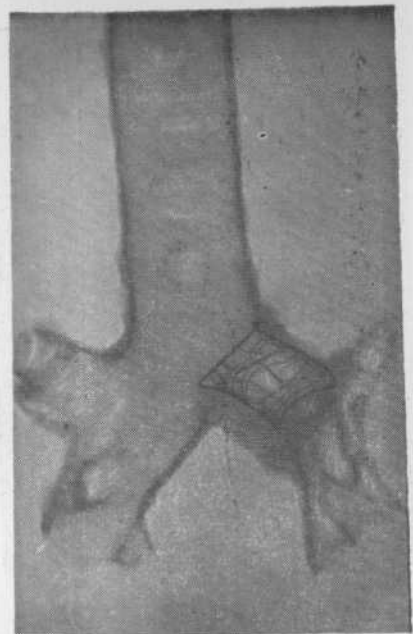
Опыт № 60-А. Рентгенограмма трахеи через 90 дней после операции. Видна танталовая сетка.
